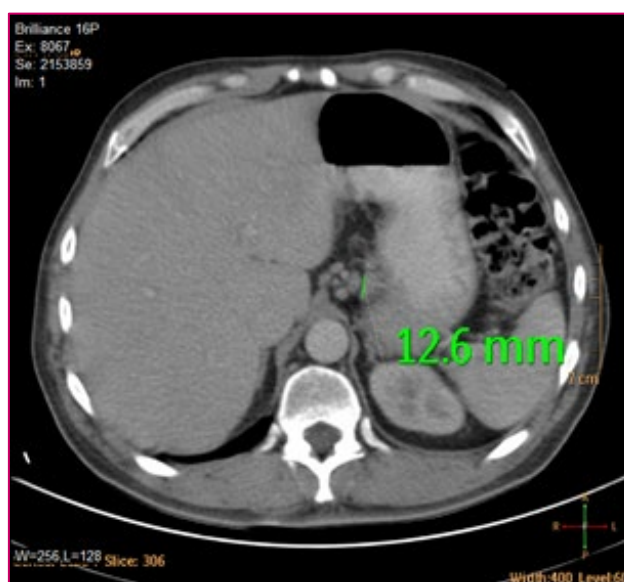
TC. ADENOCARCINOMA DE CARDIAS SIEWERT II-III. ADENOPATÍAS EN CURVA MENOR GÁSTRICA ALTA Y TRONCO CELÍACO
